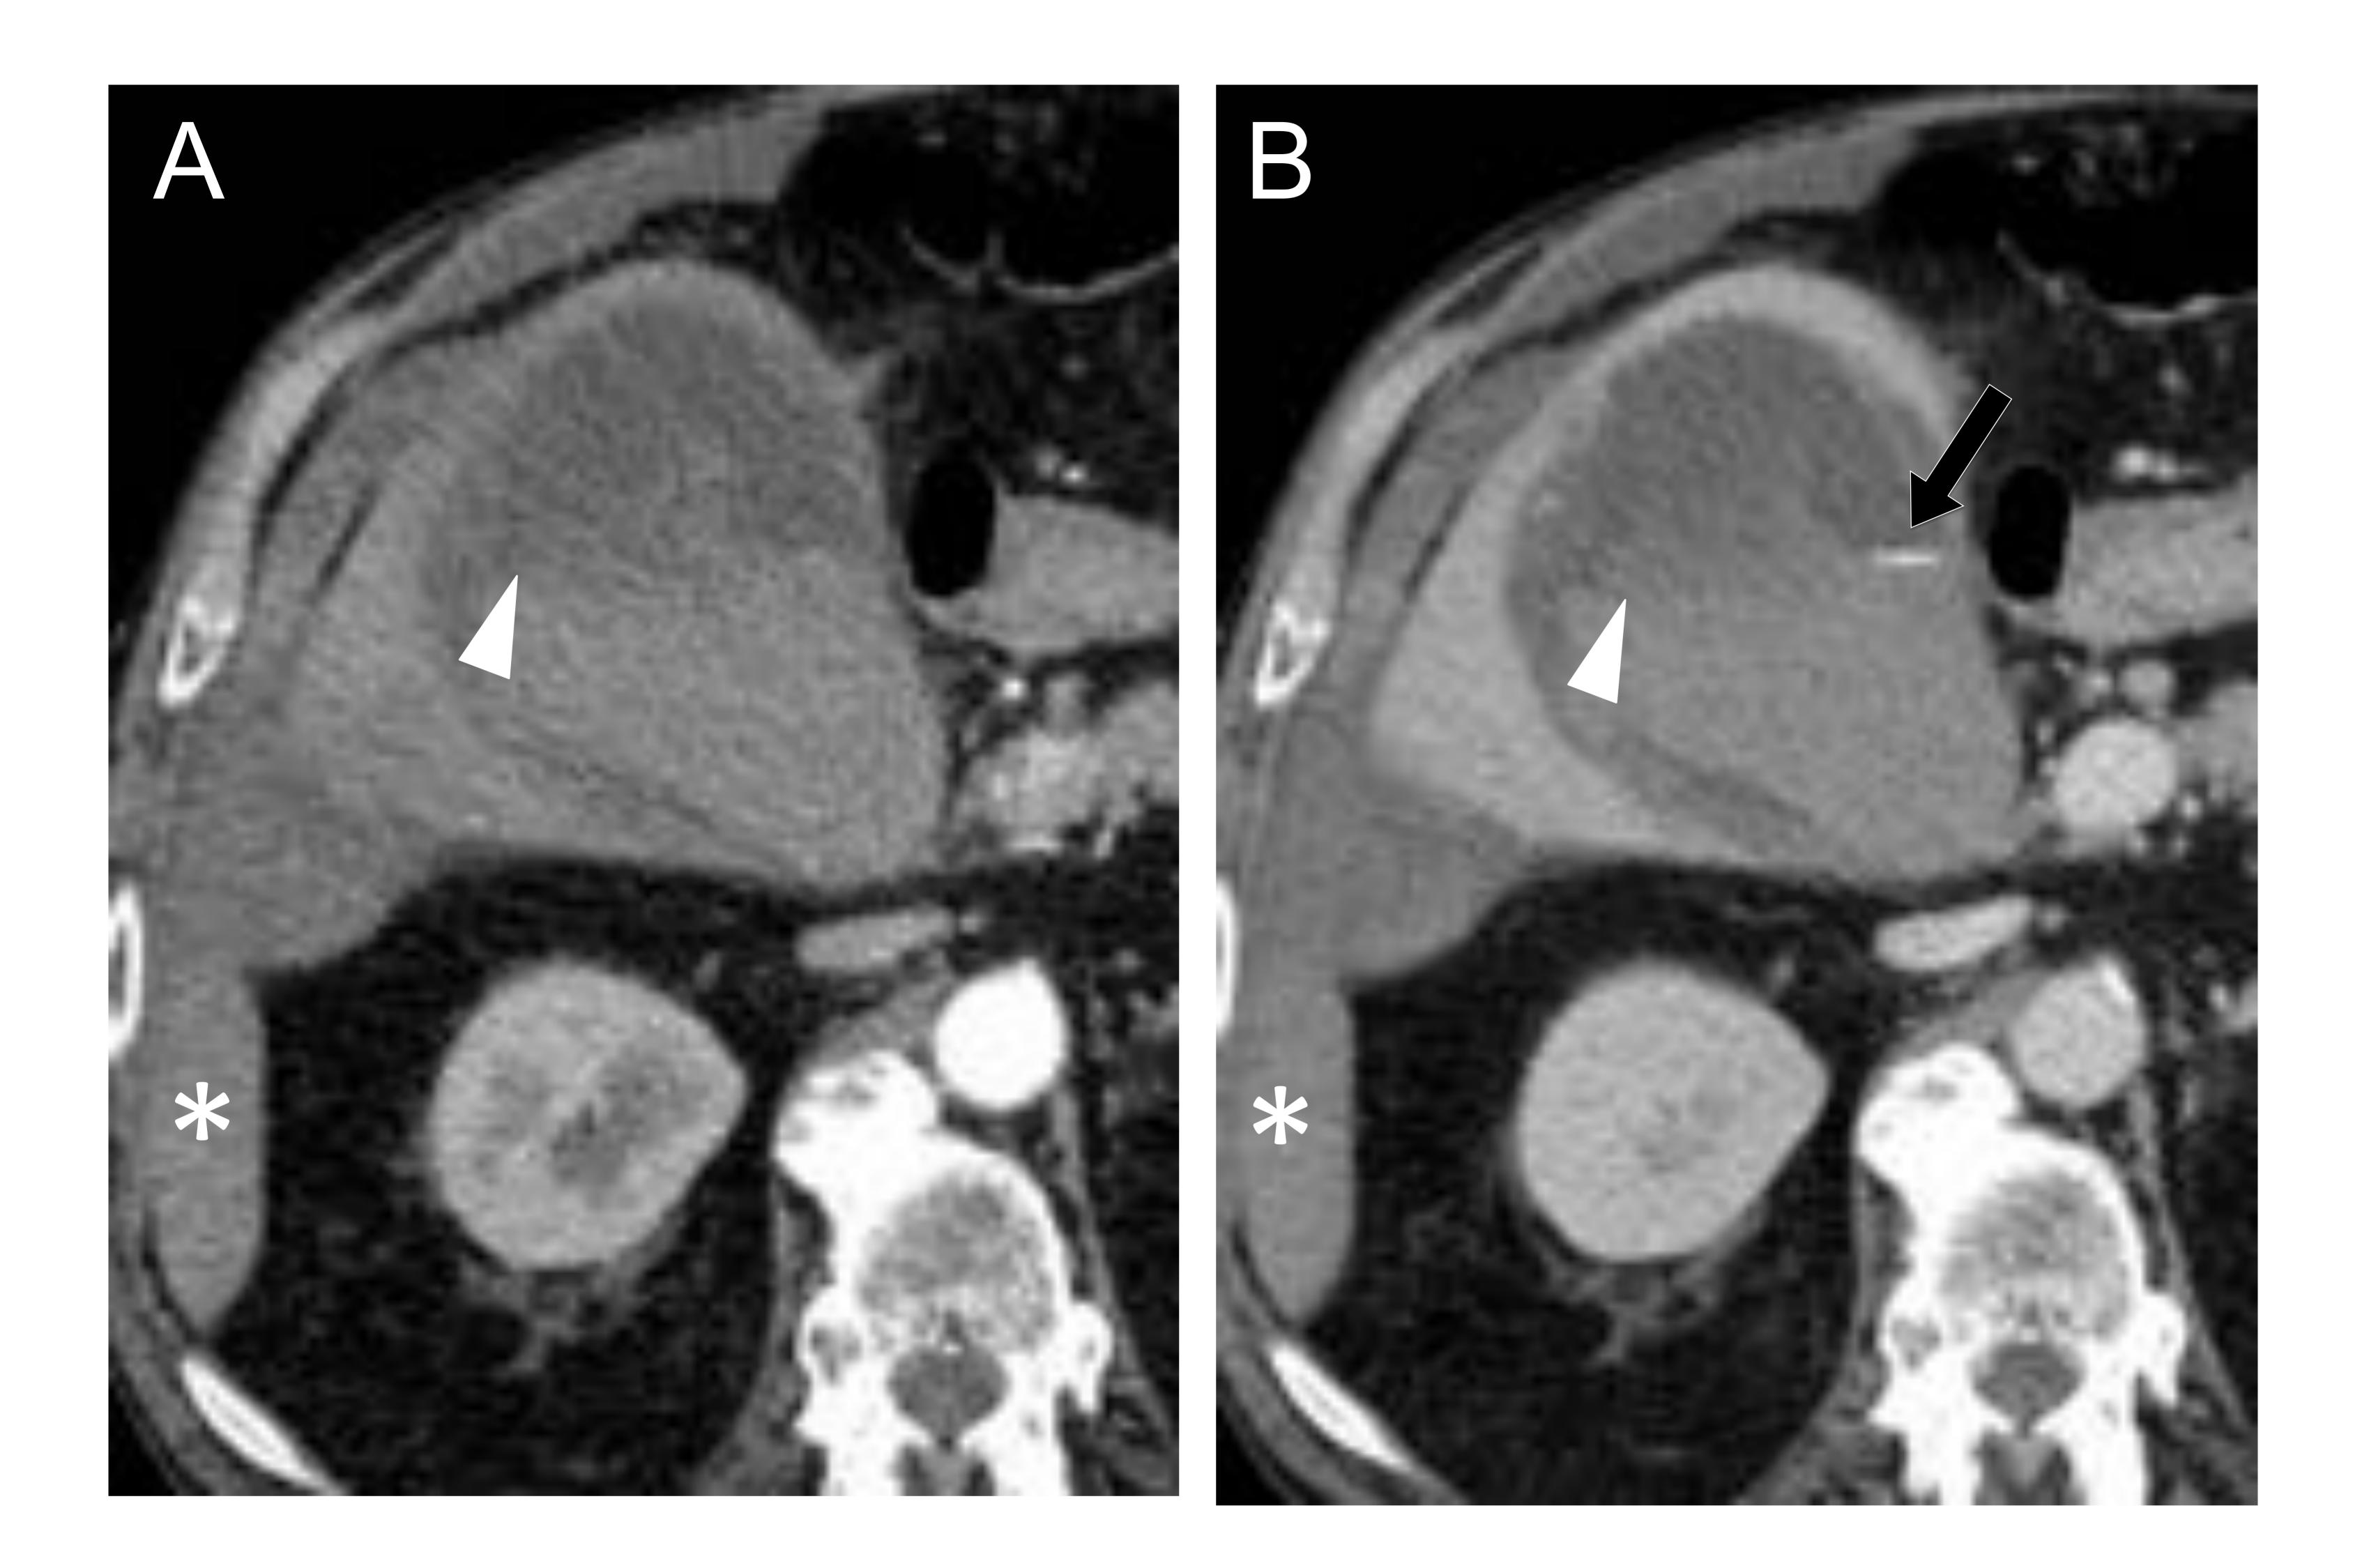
Hombre de 79 años anticoagulado, con dolor abdominal e hipotensión. La TC con CIV en fase arterial (A) y venosa (B) reveló una vesícula hiperdensa con nivel líquido- líquido en su interior (puntas de flecha), un foco de sangrado activo (flecha negra). Asocia hemoperitoneo (*).
